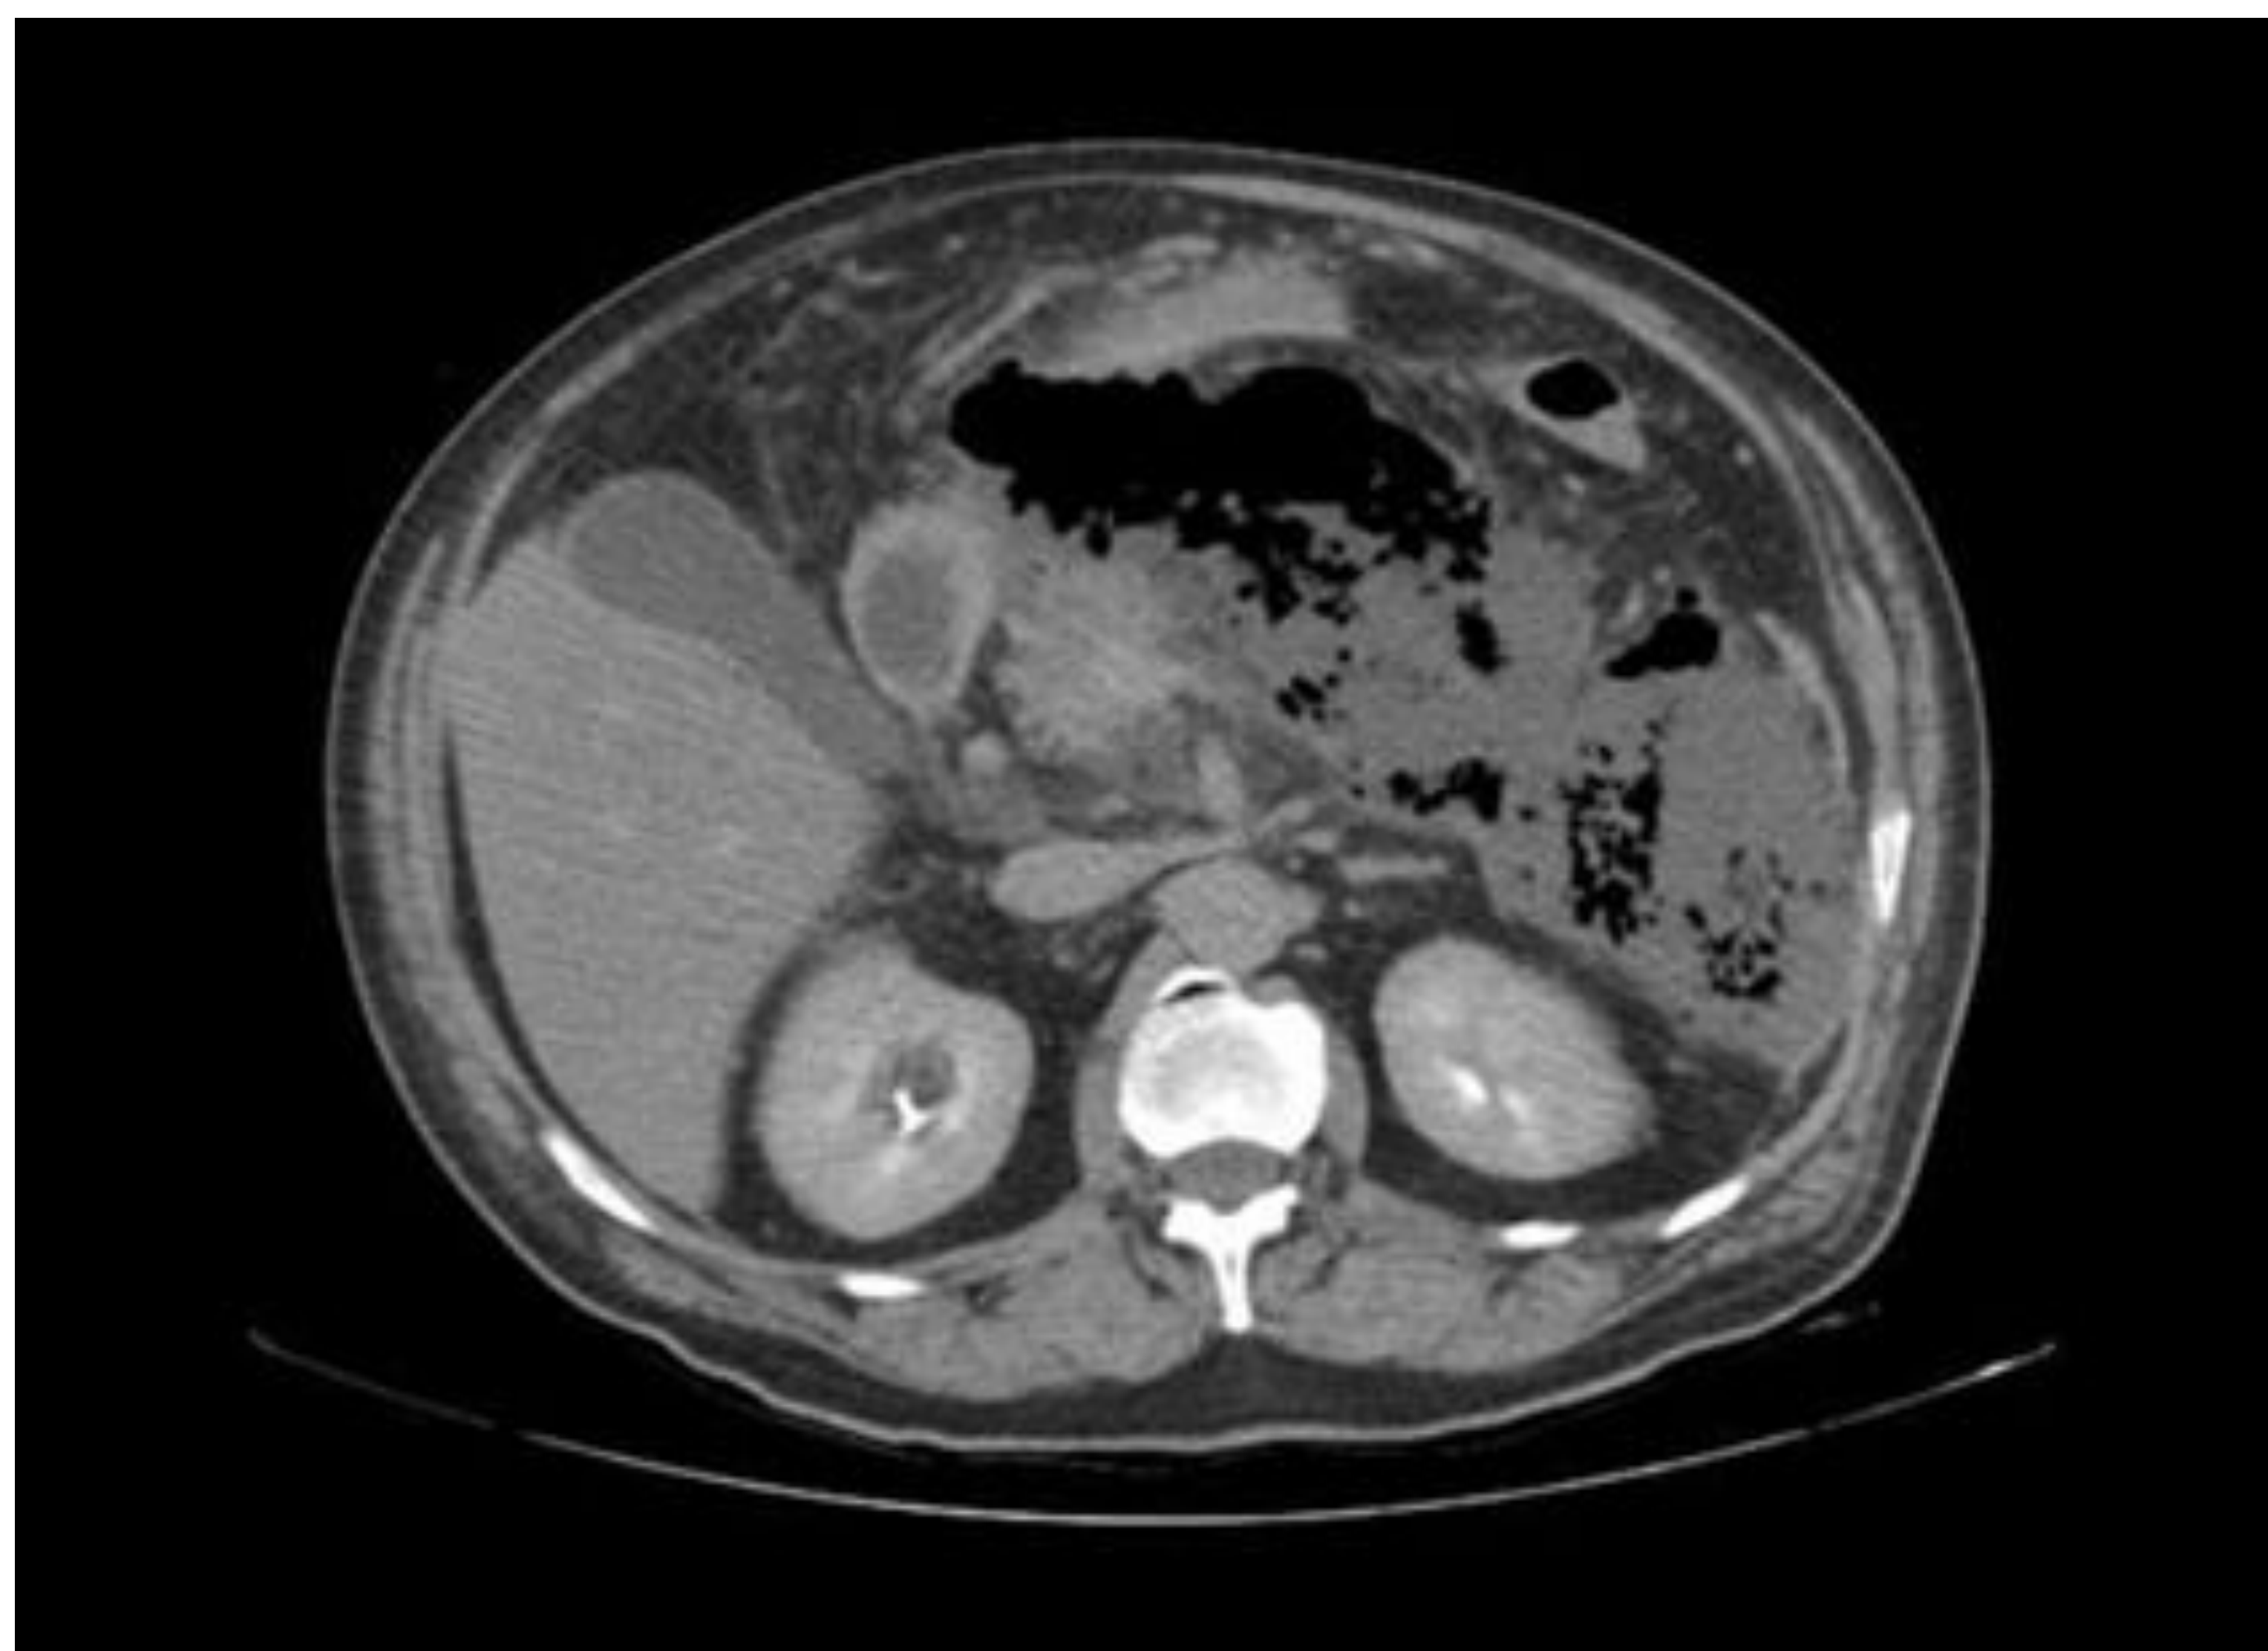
Tomografia computadorizada de abdome com acúmulo de líquido peripancreático difuso e com componente gasoso de permeio. Achados compatíveis com pancreatite aguda com necrose infectada (Balthazar E).
